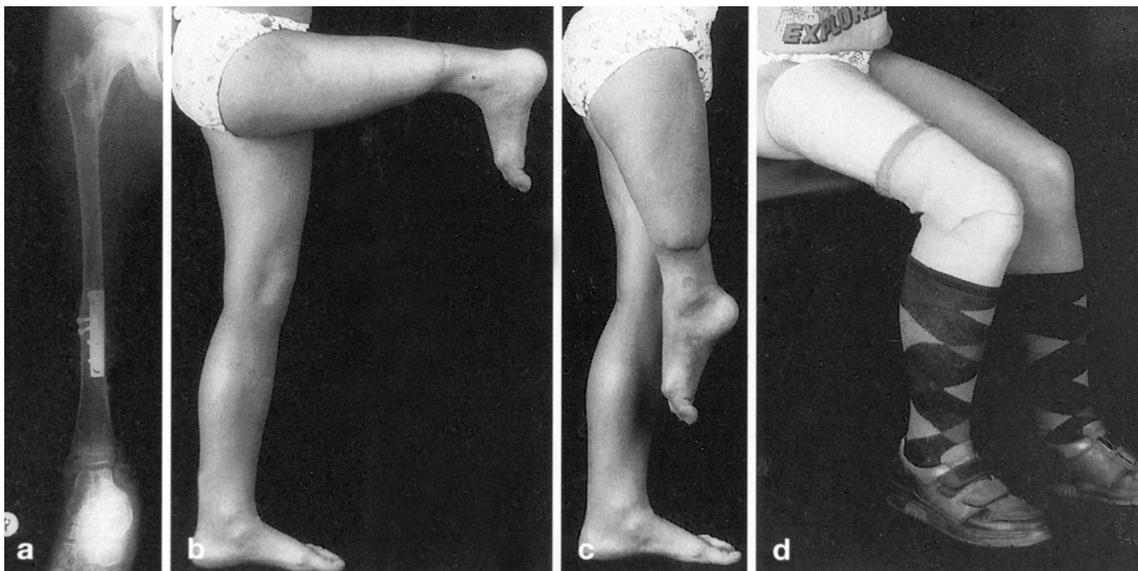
Umdrehplastik Typ A II. *a* Röntgenbild eines 10jährigen Patienten 2½ Jahre postoperativ. *b-d* Funktionsbilder vom gleichen Patienten. (Winkelmann, 1993)
